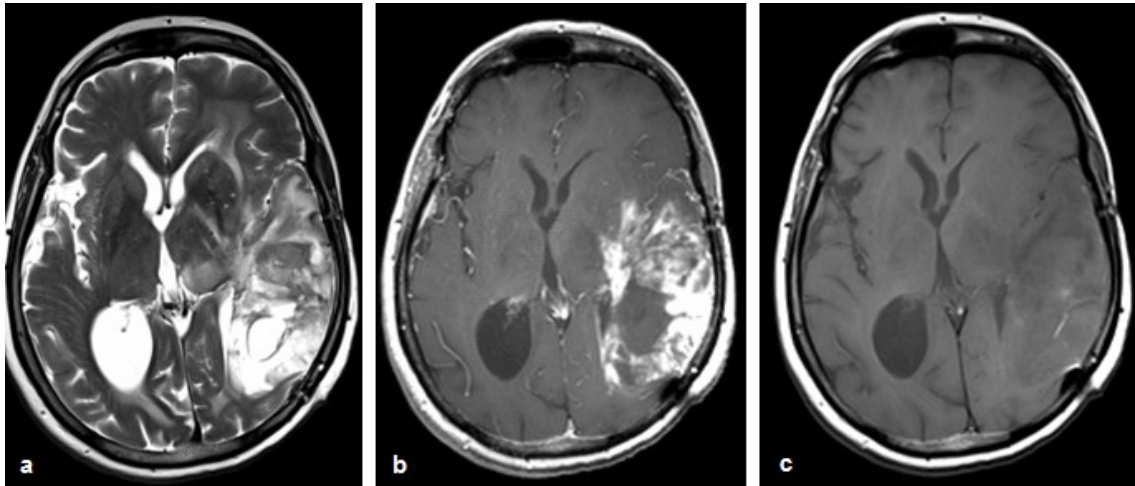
Magnetresonanztomographische Darstellung eines Glioblastoma multiforme.
